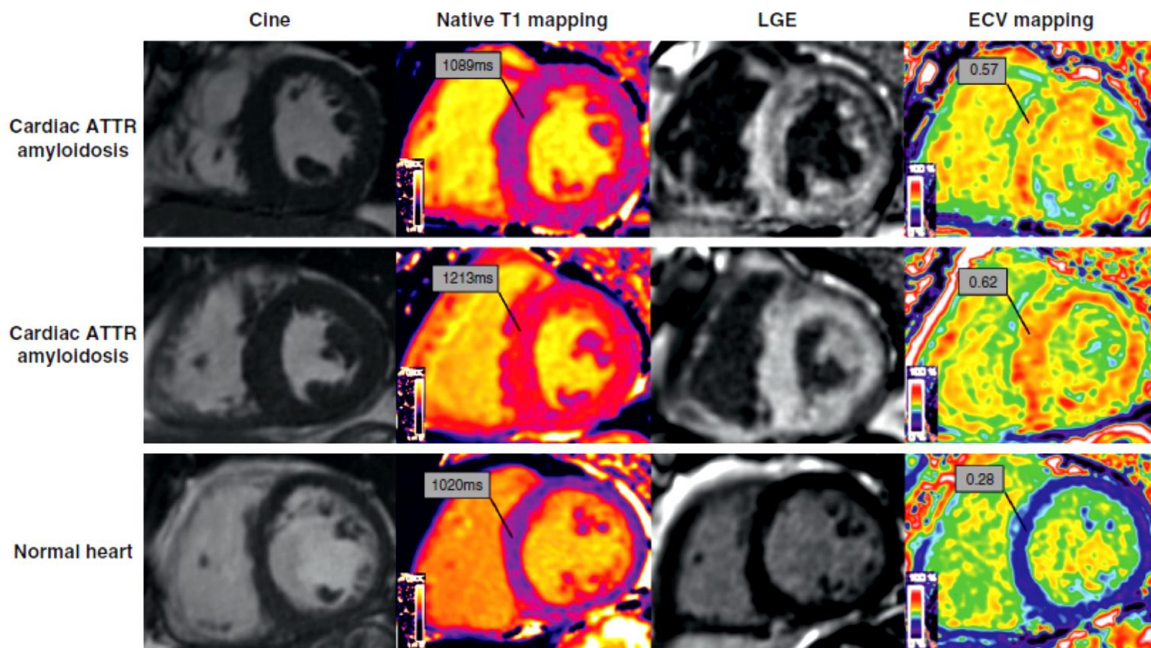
Resonancia magnética Cardíaca: imágenes de cine en ejes cortos que corresponden al mapeo de T1 nativo, fase de inversión-recuperación reforzamiento tardío con gadolinio (RTG) y mapeo del ECV en tres sujetos, el de arriba corresponde a un T1 normal, RTG transmural y valores de ECV elevados que corresponden a ATTR. El de en medio, T1 muy alto, RTG transmural y valores de ECV en ATTR. El inferior T1 normal, sin RTG, mapeo de ECV normal en corazón normal.
